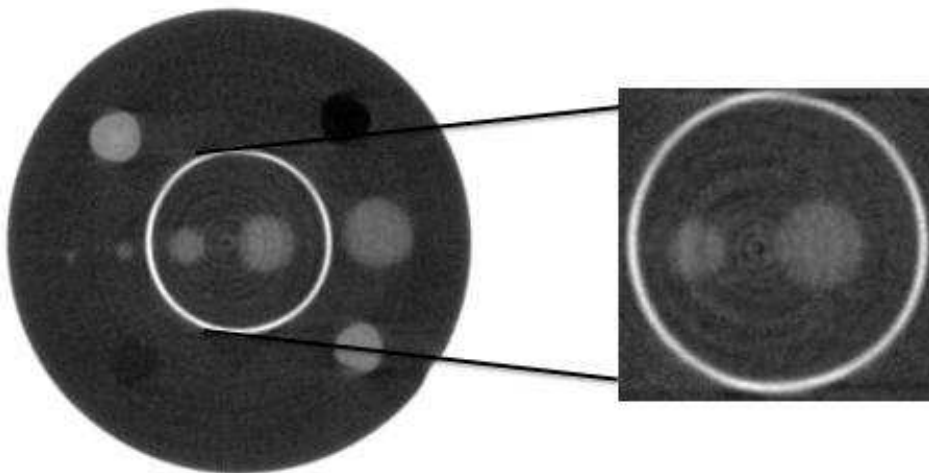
Área de seleção do *phantom* para μ TC-CF à $M=1,95$.
